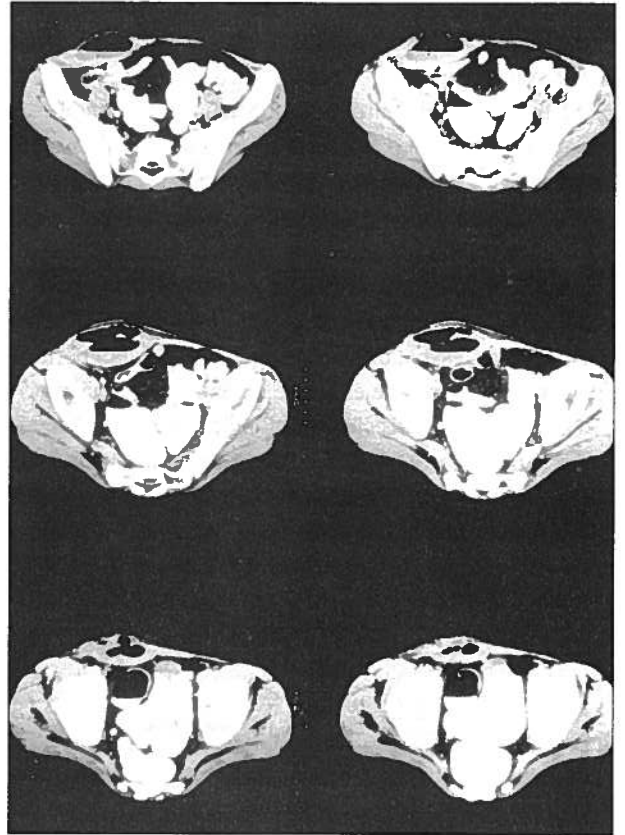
Imagem de TAC demonstrando a presença de extenso abscesso envolvendo o músculo recto abdominal direito em relação com aglomerado de ansas intestinais de paredes espessadas, adjacentes à sua face posterior.
